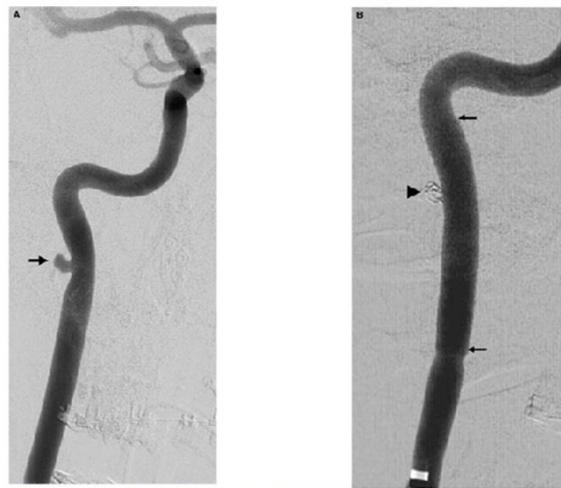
ASPECTO DO PESEUDOANEURISMA PRÉ E PÓS EMBOLIZAÇÃO
